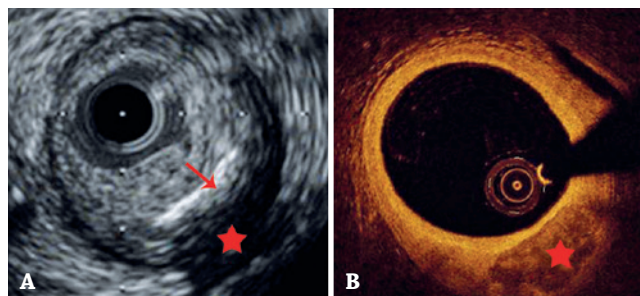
Imagens de ultrassonografia intracoronária e tomografia de coerência óptica mostrando calcificação da artéria coronária. (A) A ultrassonografia intracoronária revela a borda anterior brilhante da calcificação superficial mais próxima do lúmen do que a adventícia (seta vermelha) com sombras mais profundas (estrela vermelha). A espessura e a área da calcificação da artéria coronária não podem ser avaliadas. (B) Tomografia de coerência óptica mostra a região de sinal luminoso pobre e heterogênea, com as bordas laterais, anterior e posterior nitidamente delineadas. É possível medir a espessura e a área da calcificação da artéria coronária.
